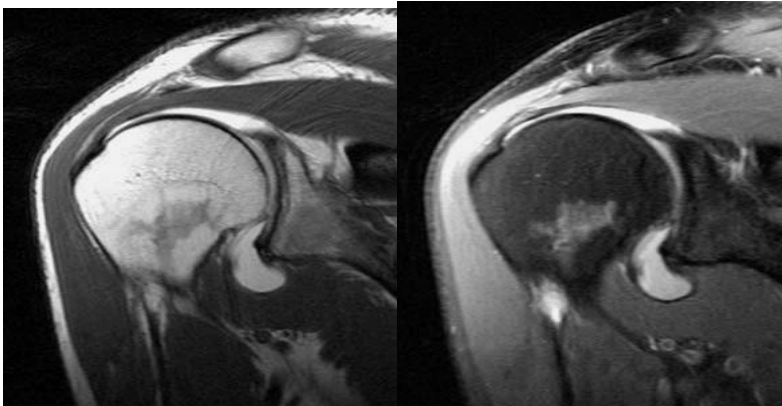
Resonancia magnética contrastada. El supraespinoso se observa positivo a salida del contraste. Imágenes con supresión de grasa.
